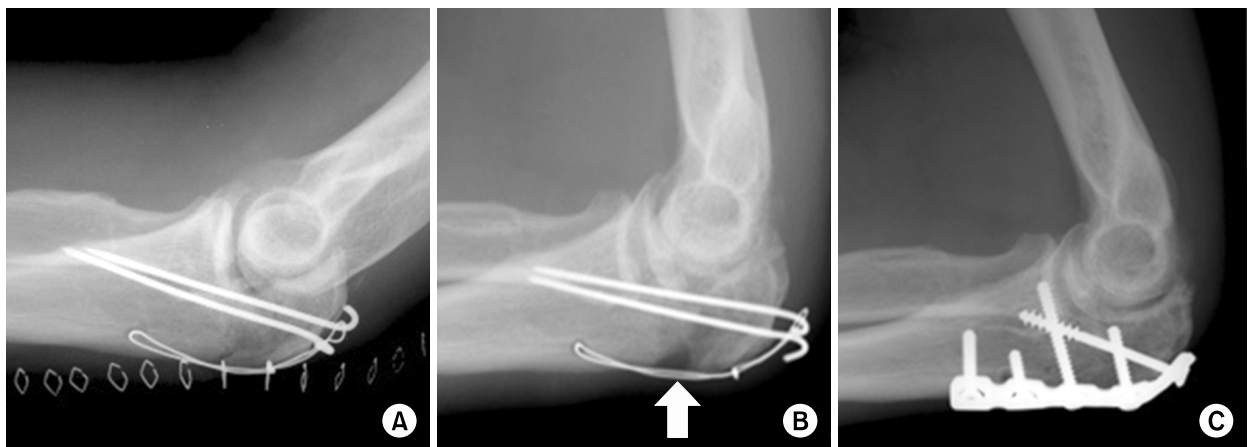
(A) Lateral radiograph of a 69-year-old man after tension band wiring. (B) At 7 months after surgery, lateral radiograph shows nonunion of olecranon and pull out of tension band wiring (white arrow). (C) At 3 months after curettage and internal fixation with a reconstruction plate, radiograph shows union.
